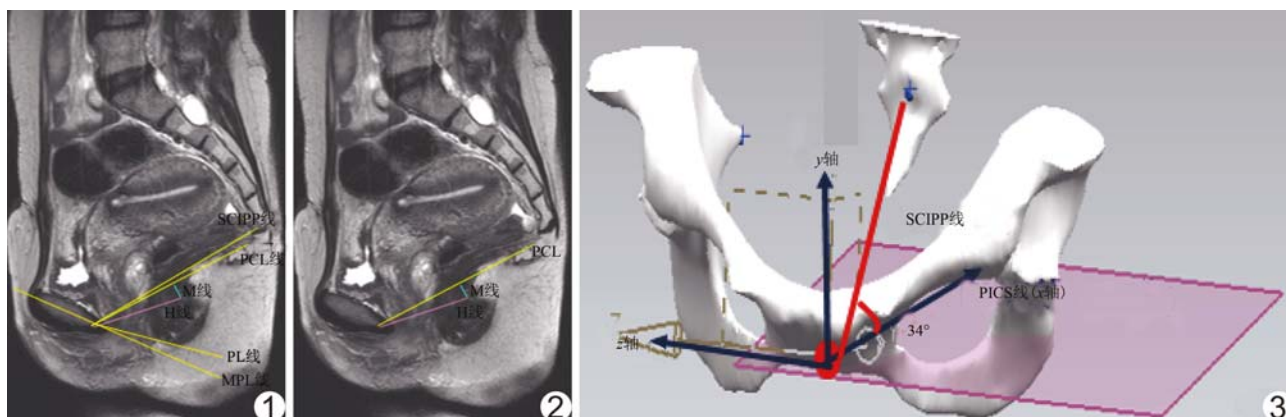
MRI 二维平面评估参考系统 (SCIPP:耻骨-骶尾关节线;PCL:耻骨尾骨线;PL:会阴线;MPL:耻骨联合中线;M 线:直肠后壁耻骨直肠肌附着点至 PCL 的垂线;H 线:耻骨联合下缘至直肠后壁耻骨直肠肌附着点的连线) 图 2 HMO 分度系统 (PCL:耻骨尾骨线;M 线:直肠后壁耻骨直肠肌附着点至 PCL 的垂线;H 线:耻骨联合下缘至直肠后壁耻骨直肠肌附着点的连线) 图 3 基于 PICS 线的三维坐标系 (SCIPP:耻骨-骶尾关节线;PICS:骨盆倾斜度校正系统)
